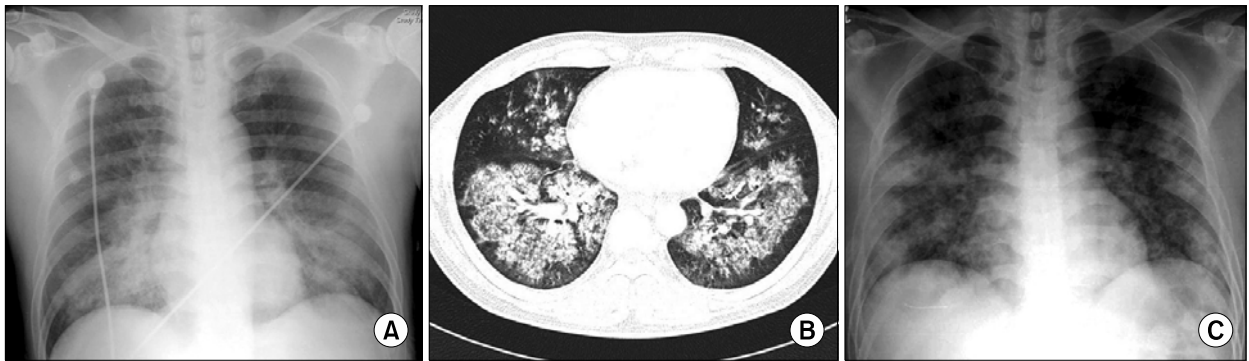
Chest PA showed (A) pneumonic consolidation at both lower lung fields and chest CT showed (B) parenchymal infiltrates through both lung fields on the admission. Chest PA showed (C) patch consolidation infiltration at both lung fields on 4 days after the admission.
